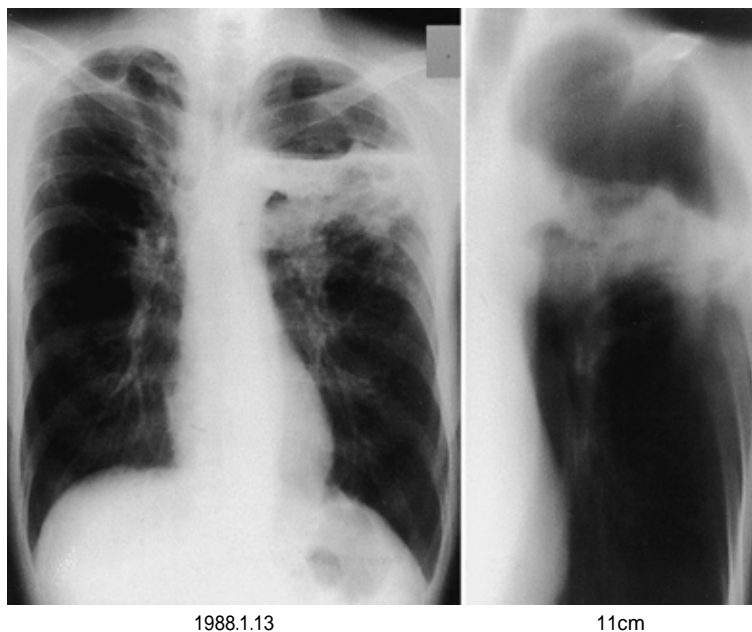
Chest X-ray film and tomography on admission showing the bulla with a fluid level in the left upper lobe.
